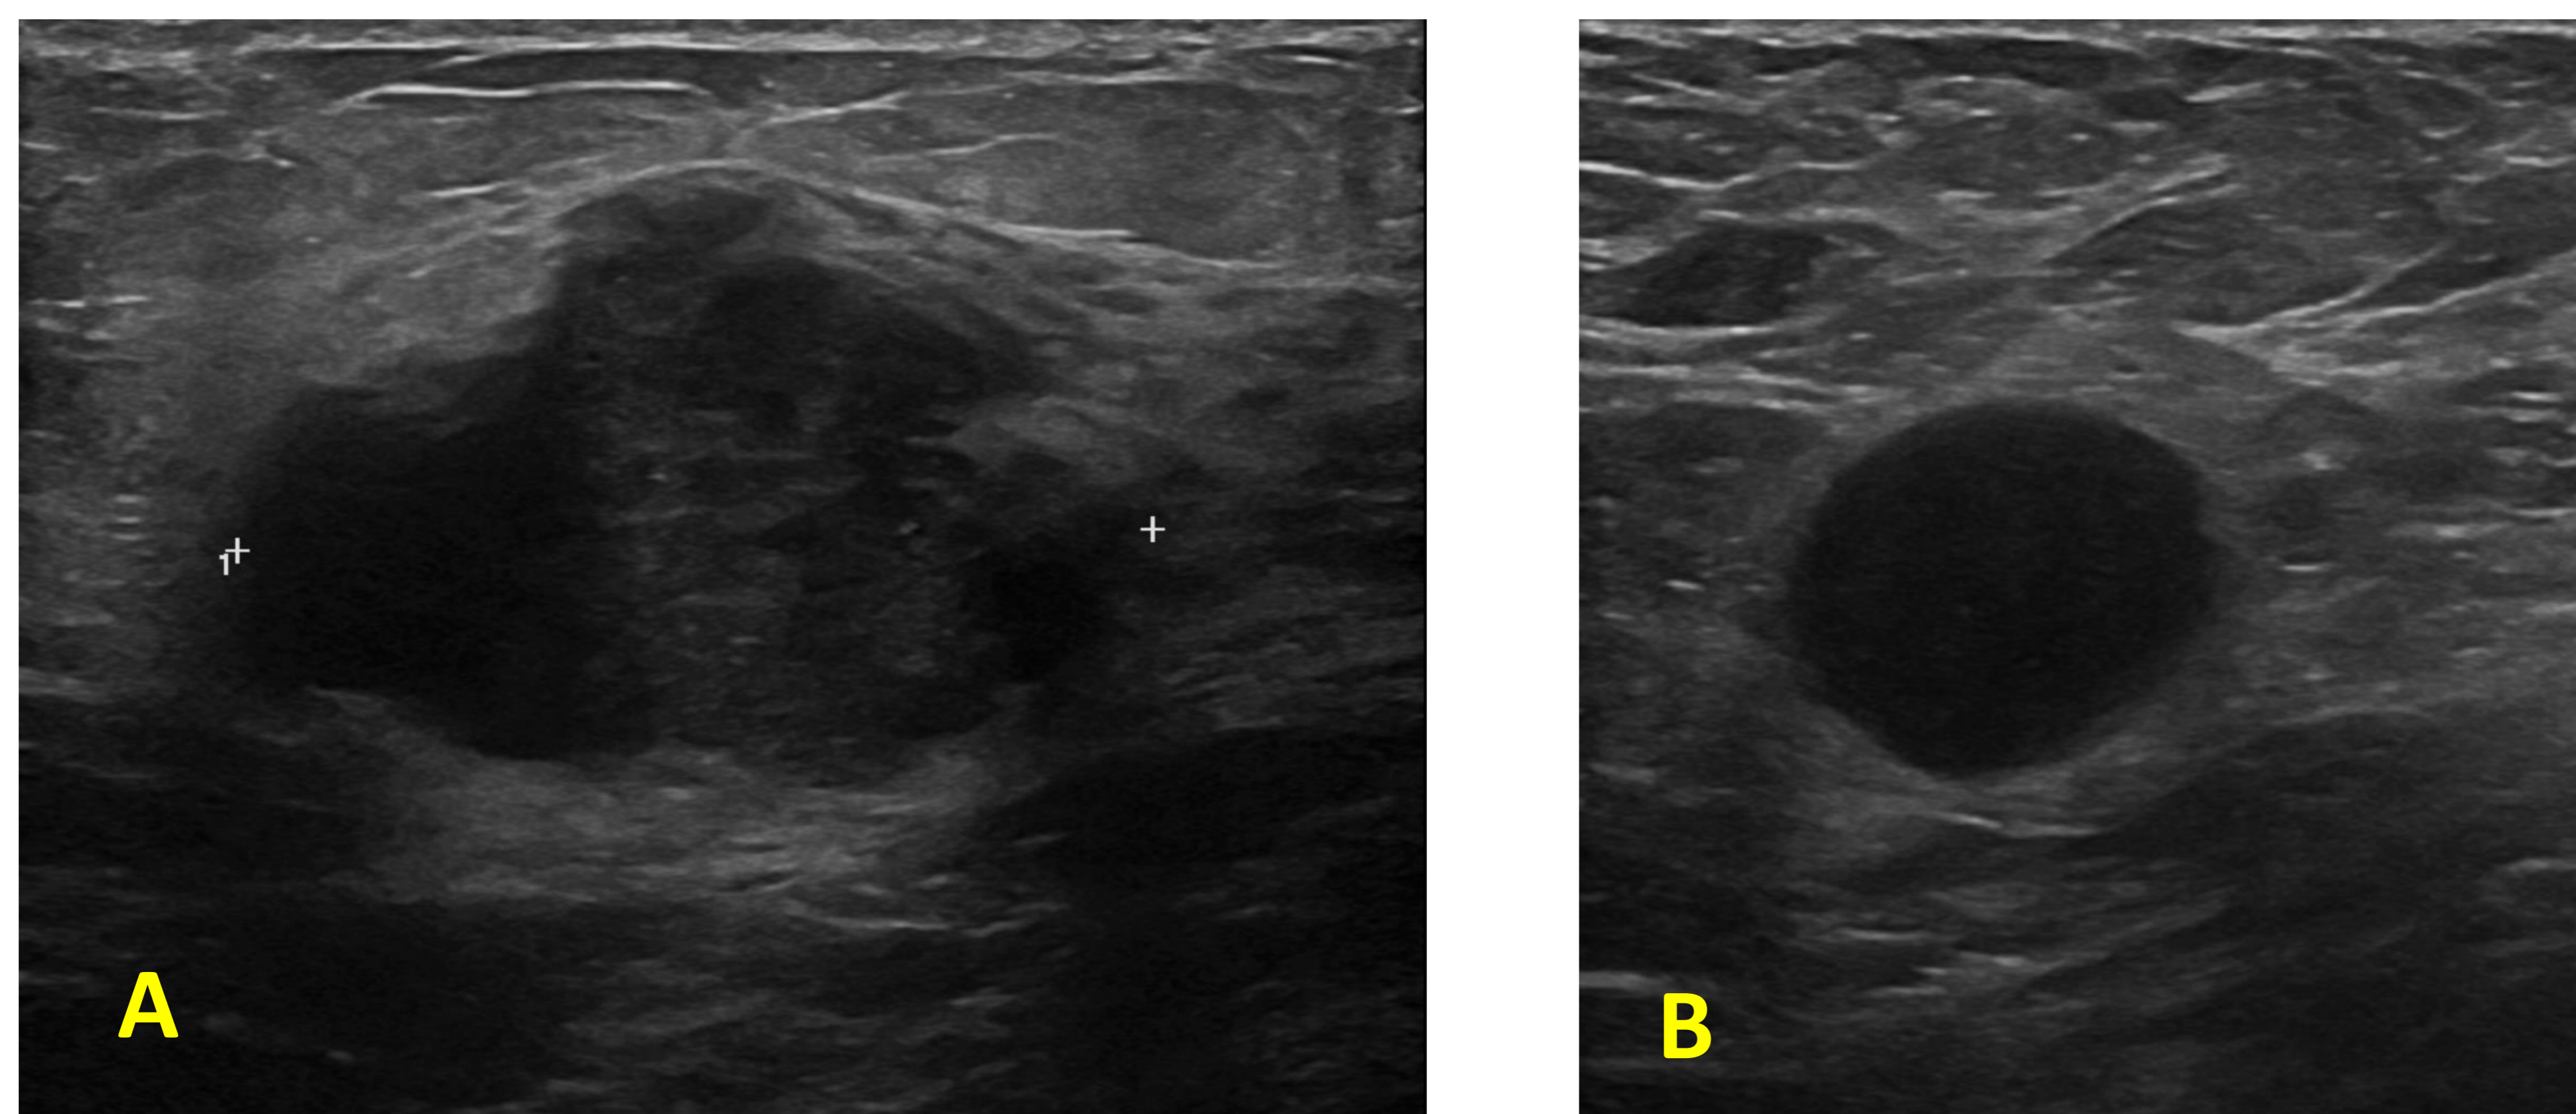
Se completa el estudio con ecografía mamaria dirigida a cuadrantes externos y axila derecha.
